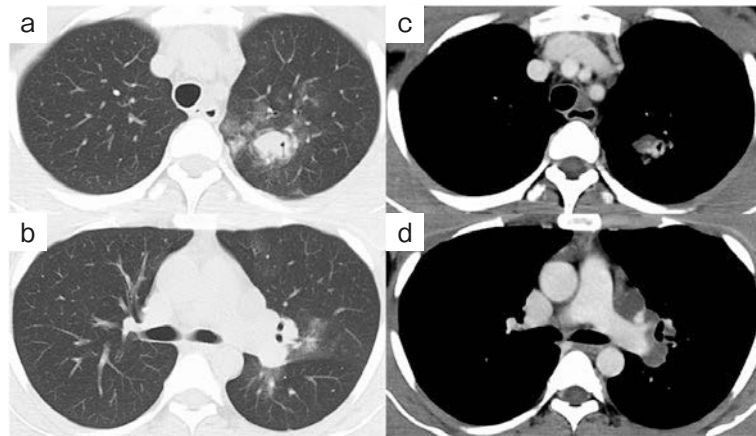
初診時胸部造影CT。(a, b) 左上葉に結節影と周囲にすりガラス陰影, (c, d) 左上葉から左肺門部にかけて造影効果の乏しい腫瘤影を認めた。
